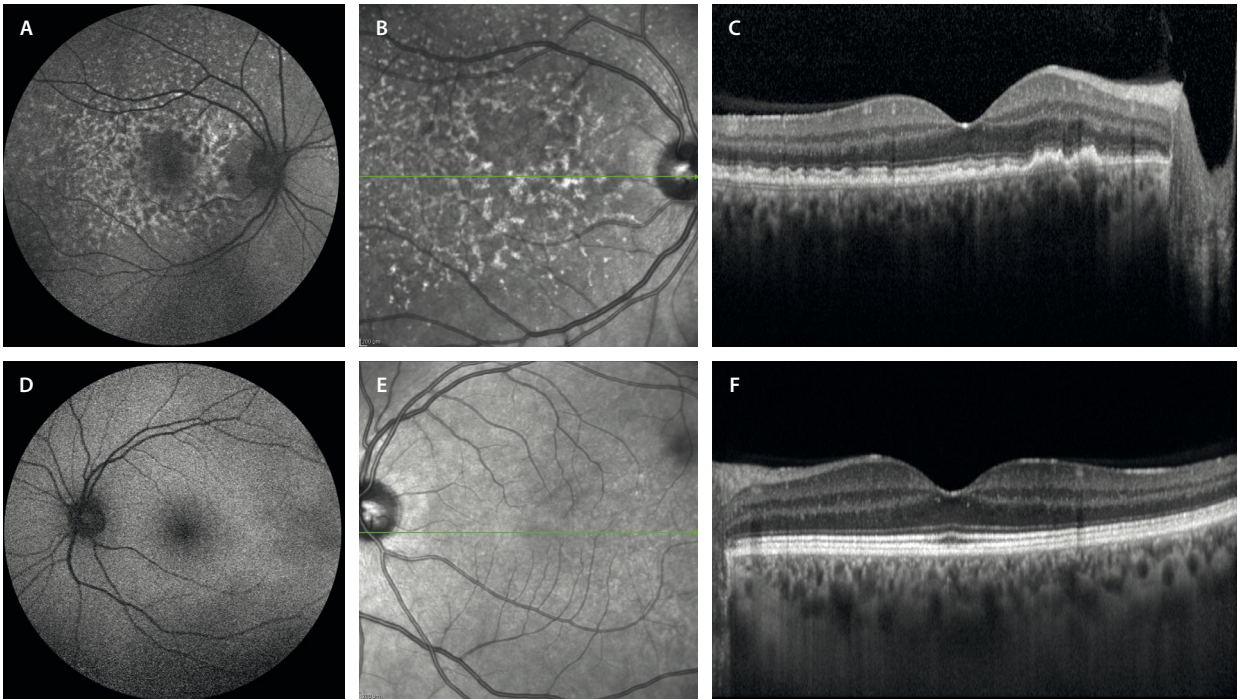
Linfoma vitreoretiniano primario en el ojo derecho. A) La autofluorescencia muestra cambios hipoautofluorescentes e hiperautofluorescentes en el polo posterior. B) La imagen cercana a la infrarroja permite ver unos depósitos hiperreflectivos al mismo nivel, que se corresponden con cambios de tipo drusenoides en la tomografía de coherencia óptica macular (C) unilaterales y muy asimétricos. D-F) Las imágenes del ojo izquierdo son normales.
